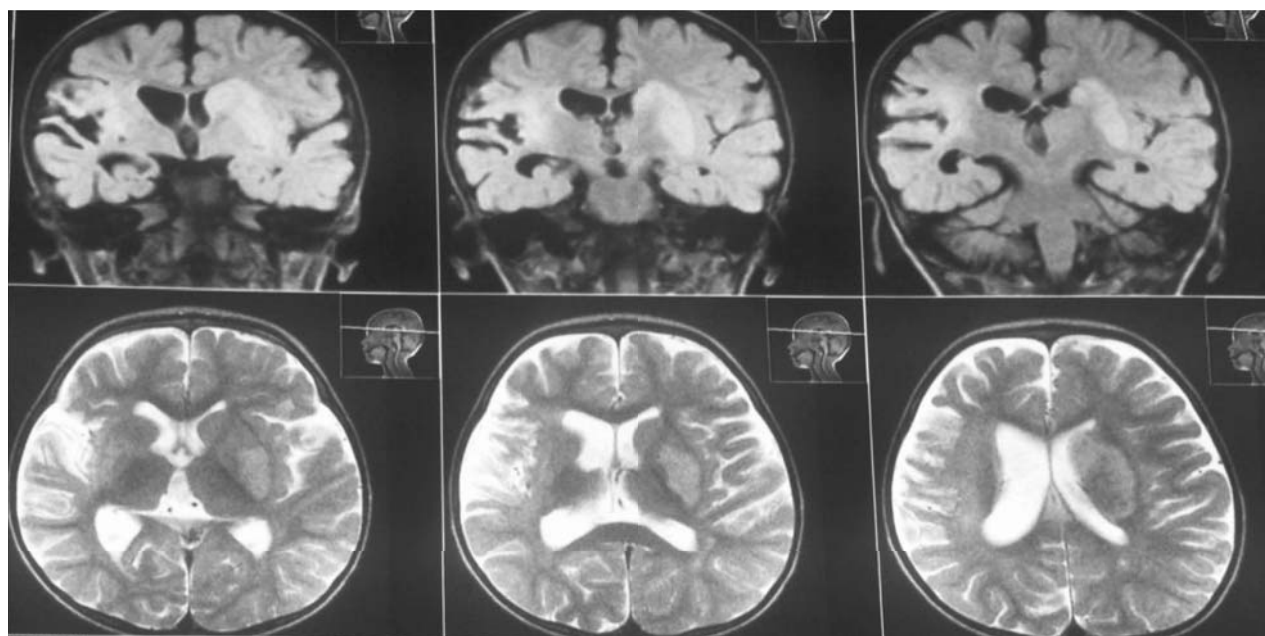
Aspect imagistic prin RMN cerebral în cazul unui copil cu AVC tip ischemic, localizat în bazinul arterei cerebrale media pe stânga. Modificări atrofice-chistice-gliotice în lobii fronto-temporali pe dreapta.
